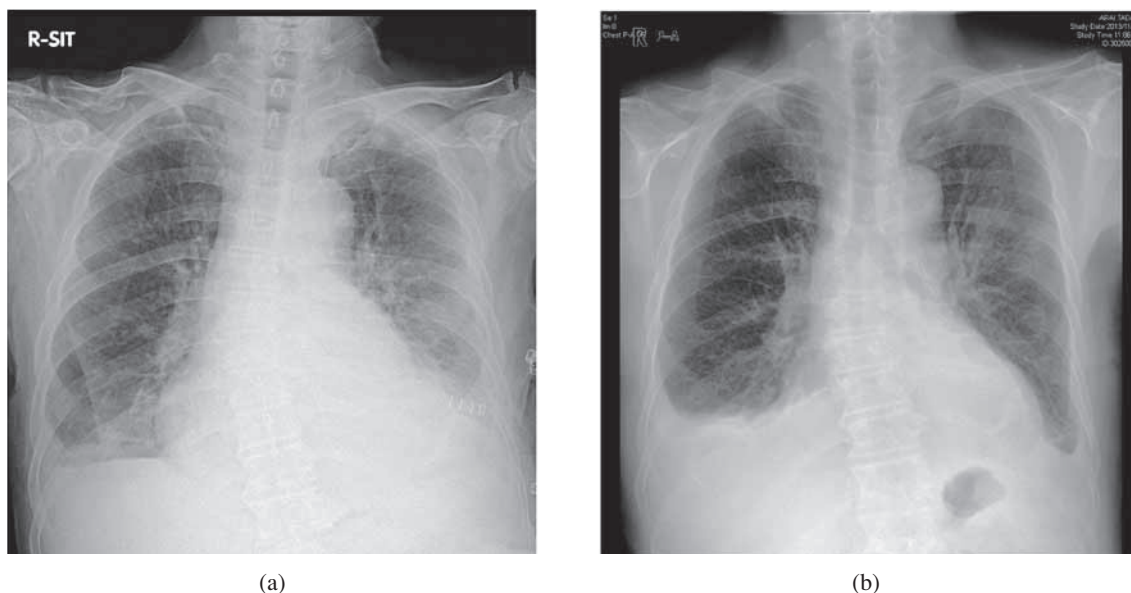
(a) Chest radiograph before treatment with clarithromycin+rifampicin+ethambutol showing infiltrative shadow in the right lower lung field, and bilateral pleural effusion with the left side predominance. (b) Chest radiograph taken on two months after treatment. Left pleural effusion was decreased.
